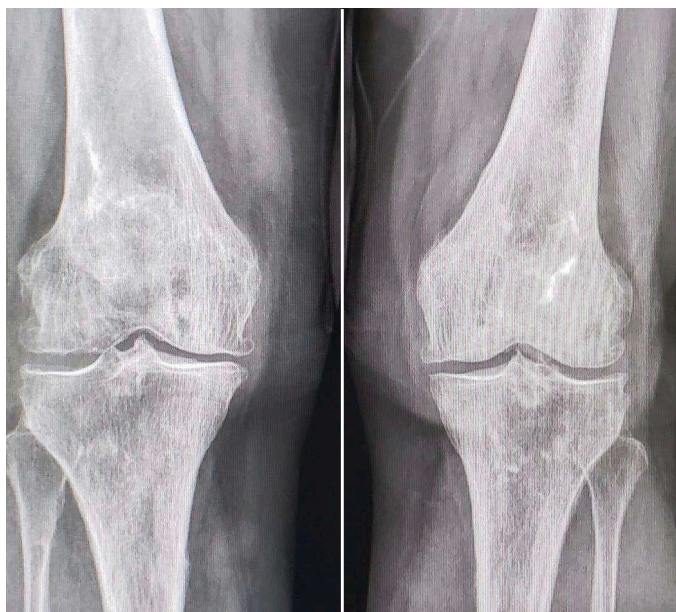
Radiografias AP dos joelhos mostrando lesões tanto nos côndilos femorais como nos platôs tibiais.
